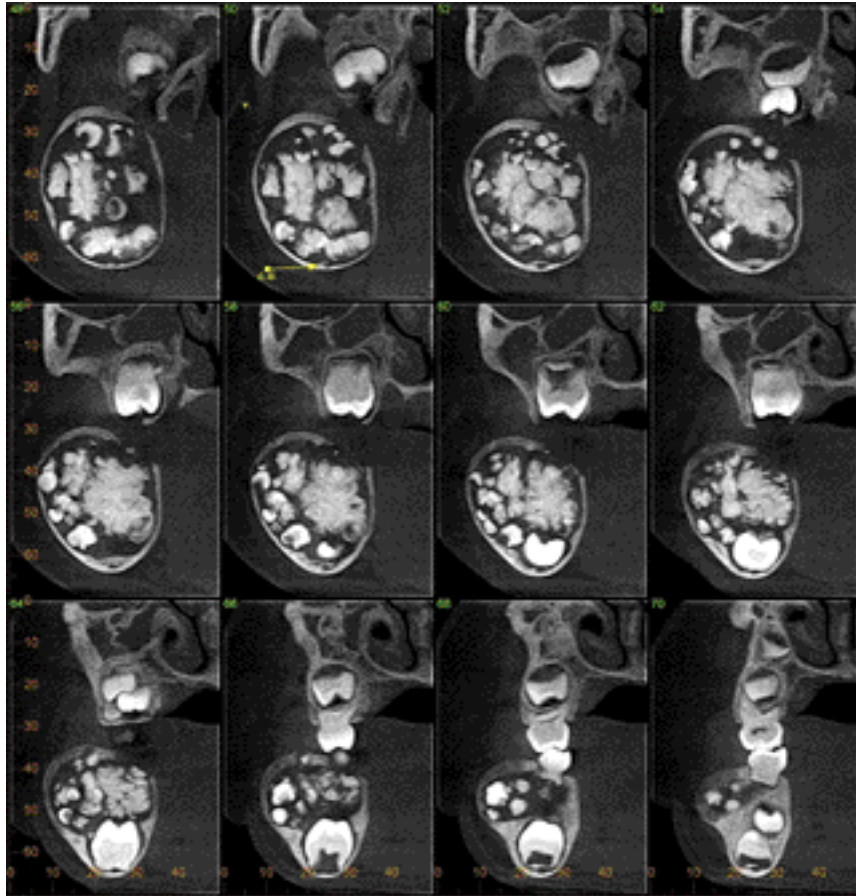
Cone Beam corte coronal. Se observa una gran expansión de tablas óseas, principalmente la vestibular y desplazamiento inferior del conducto dentario inferior.
